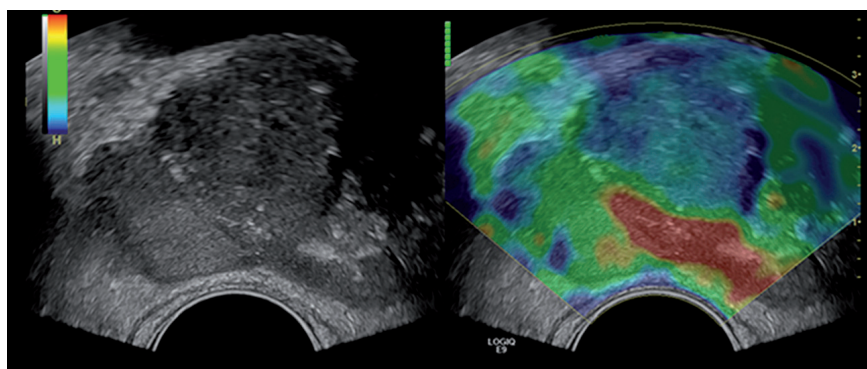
Elastografie Endosonografie Prostata
